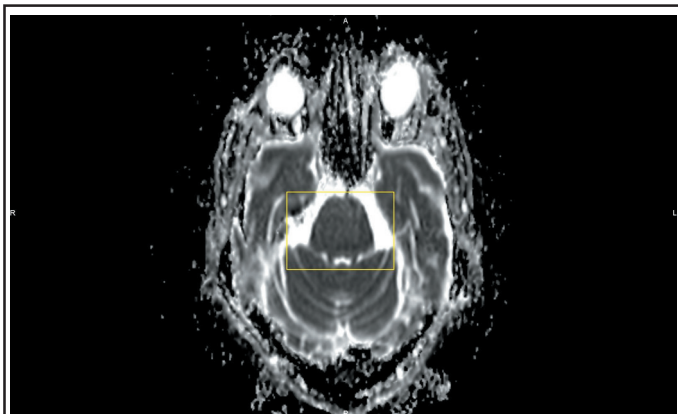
IRM cérébrale, coupe axiale EPI pondérée en diffusion, reconstruction ADC. L'absence de restriction de la diffusion écarte le diagnostic éventuel d'ischémie pontique récente.
